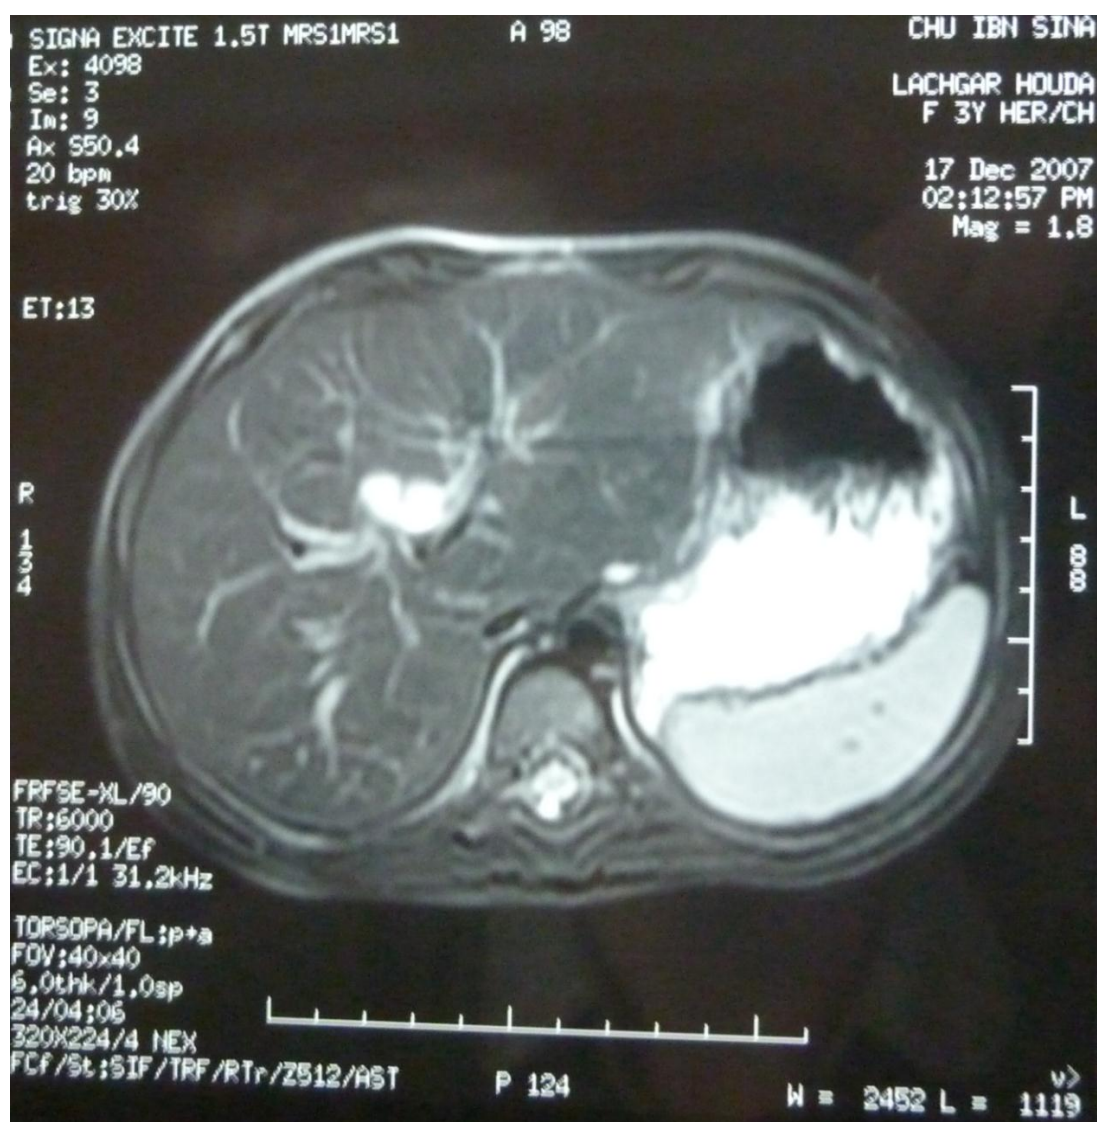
Une coupe axiale IRM montrant une DKC.
